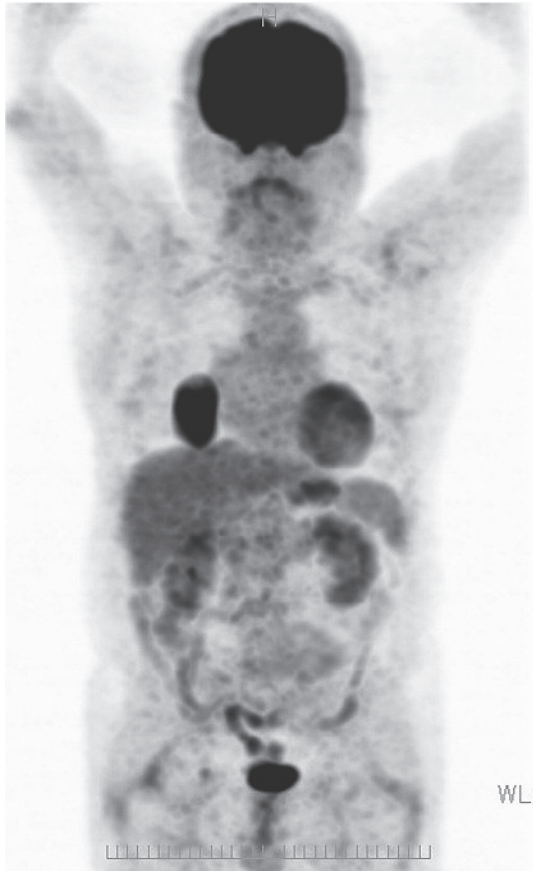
Positron emission tomography and computed tomography scans demonstrated a fluorodeoxyglucose uptake of SUVmax = 19.9 in the tumor.
